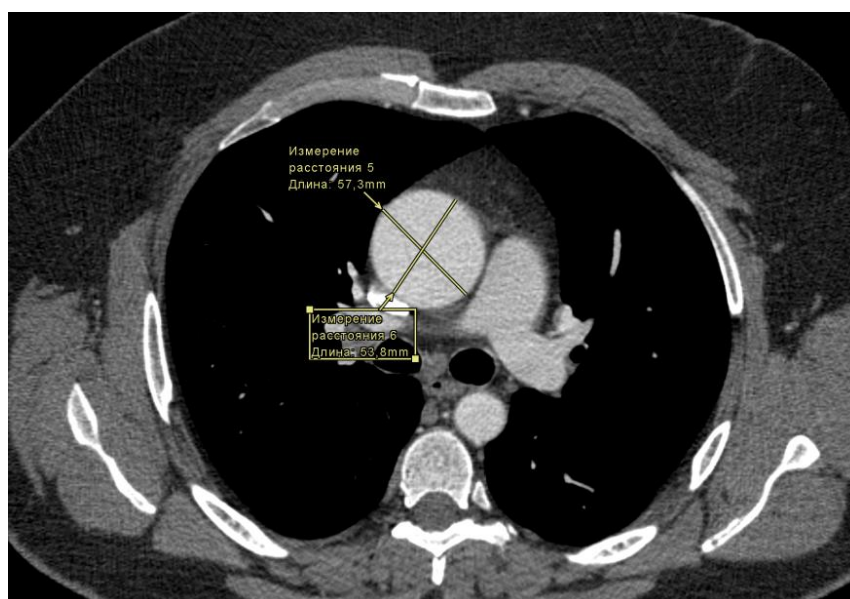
КТ ОГК с контрастированием от 15.03.2023 г., подтверждающее диаметр аневризмы 57 мм (проведено для дообследования)
